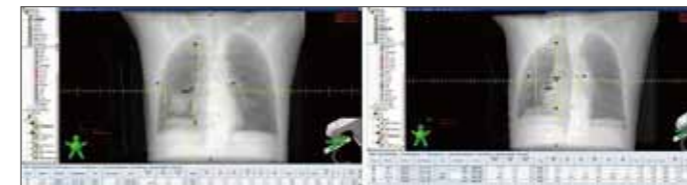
治療計画CTより再構成したDRR像(左:前後対向2門 右:斜め対向2門)
